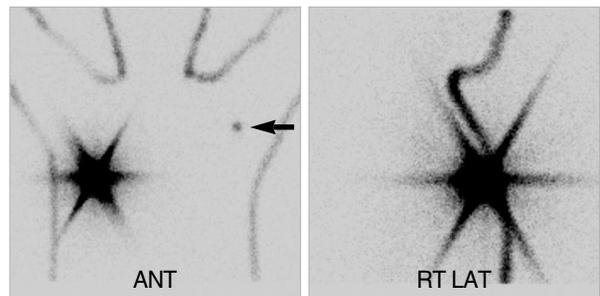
In preoperative lymphoscintigraphy, sentinel lymph node (arrow) was detected in the contralateral axillary level I area.
